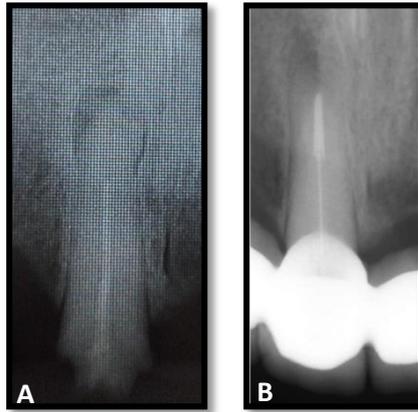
Radiografías periapicales A. Radiografía inicial B. Radiografía final
